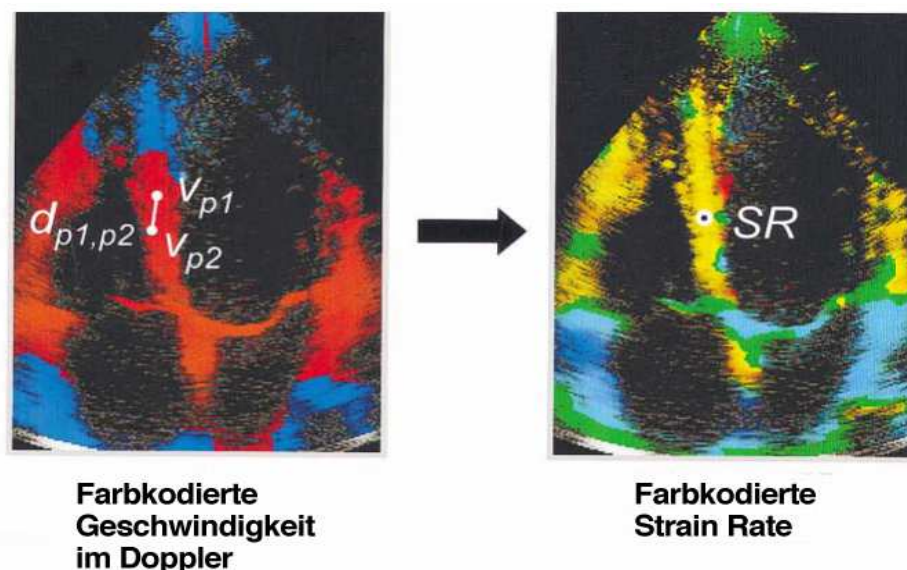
Geschwindigkeitsmessung in einem Septum im Myokard anhand von Farbdopplerbildern (*links*); farbkodiert dargestellte SR, basierend auf Geschwindigkeitsdaten (*rechts*) (Abbildung nach Voigt et al., 2000)
